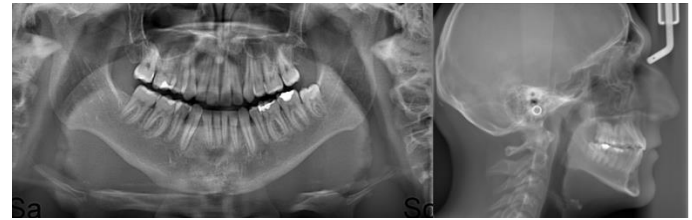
Tedavi öncesi röntgenler.
